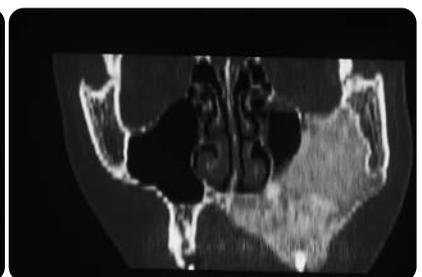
Die CT-Bilder demonstrieren die umfangreiche Ausdehnung des ossifizierenden Fibroms unter Mitbeteiligung des Orbitabodens.
